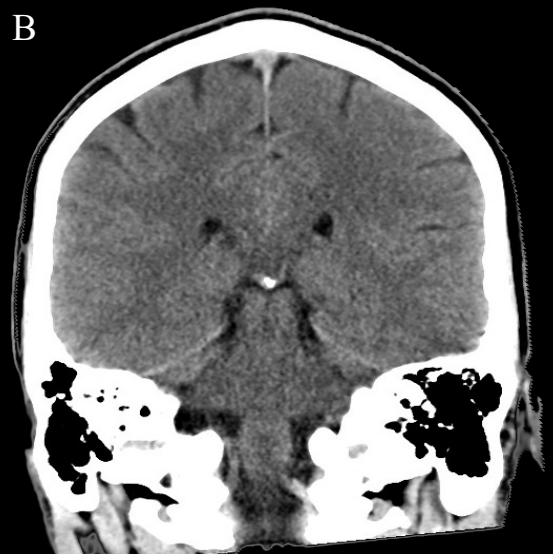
Secção coronal do encéfalo ao nível do giro pós-central. RNM (A) e TC (B). É possível observar o soalho do quarto ventrículo. Neste corte é possível observar também a glândula pineal (calcificada no exame por TC) e a parte central do ventrículo lateral localizada inferiormente ao corpo caloso. O tálamo, no centro do diencefalo, e a formação hipocampal, na região medial do lobo temporal são passíveis de visualização neste corte.
